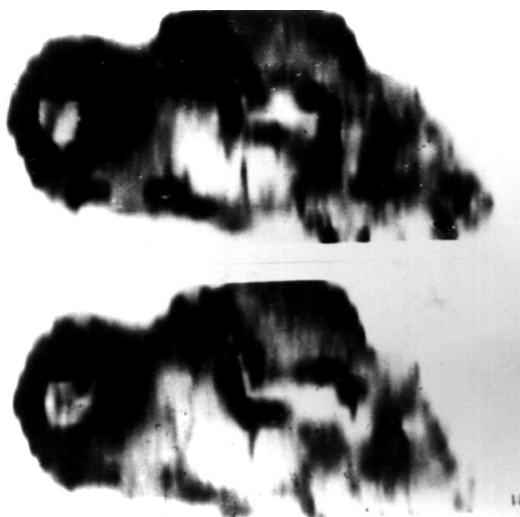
Компьютерная томография левой стопы больного Б. до лечения. Парасагиттальная проекция (вторичная реконструкция)
